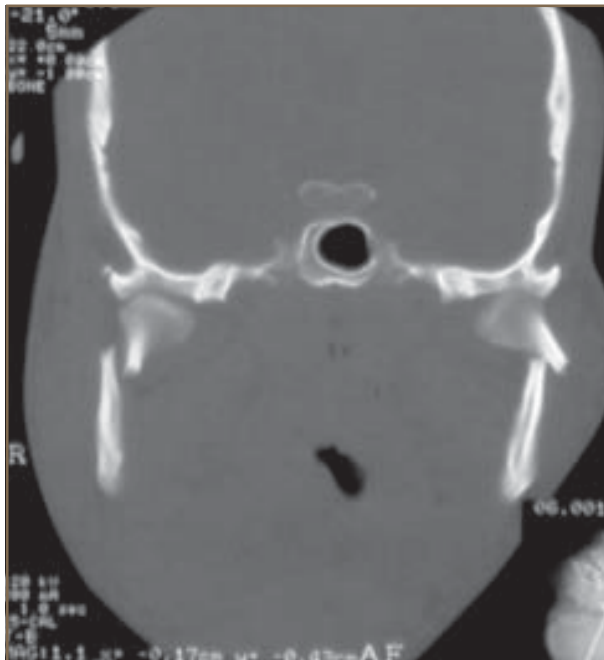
Tomografía computada, corte coronal del paciente de la figura 2, donde se observa el desplazamiento de las fracturas a nivel condilar.
